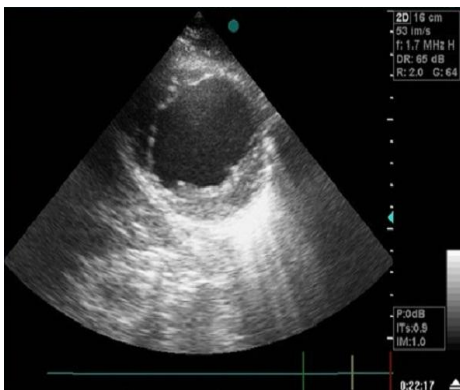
coupe parasternal petit axe à l'ETT montrant un volumineux anévrisme du VG
